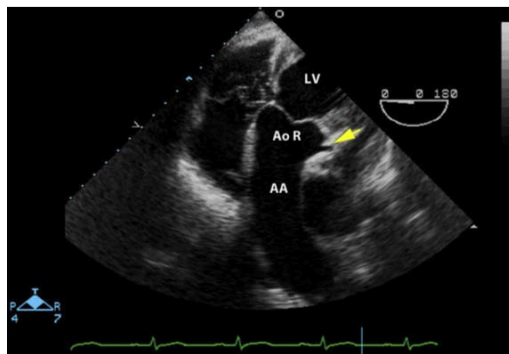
经食道超声心动图深的经胃视野，显示主动脉根部（Ao R），整个升主动脉（AA）和近端主动脉弓部（没有标出）。左冠状动脉也可显像（黄箭头）。
